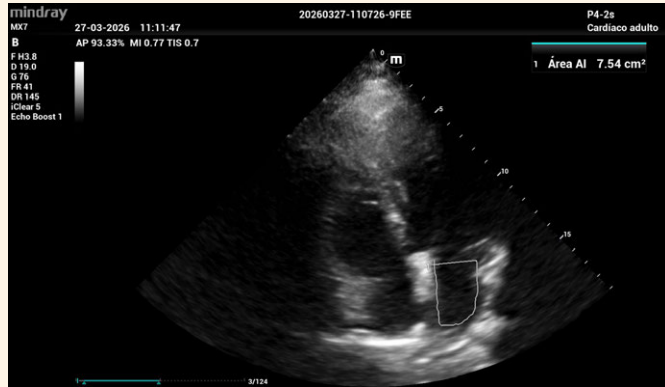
Corte apical 4 cámaras cardíacas dónde se observa la medición del área de la aurícula izquierda
